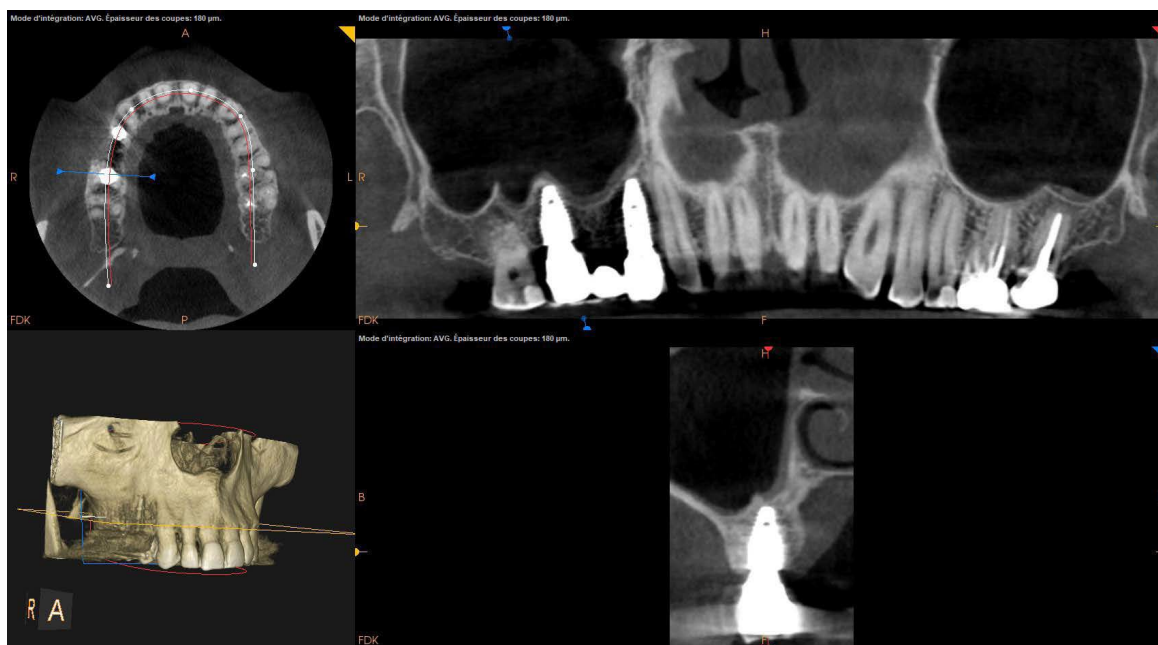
Clichés CBCT montrant le patient avec la restauration finale.
